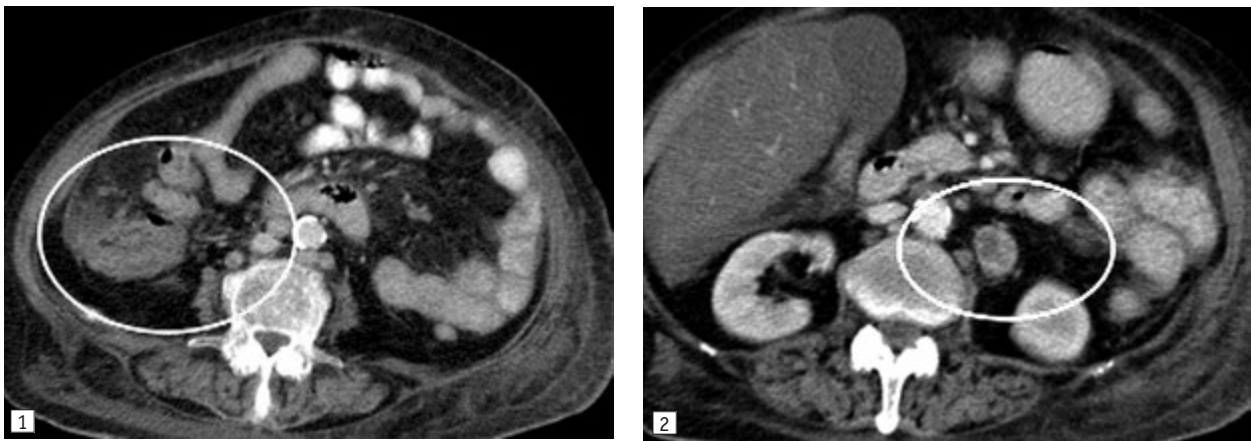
КТ-ознаки туберкульозу кишечника
